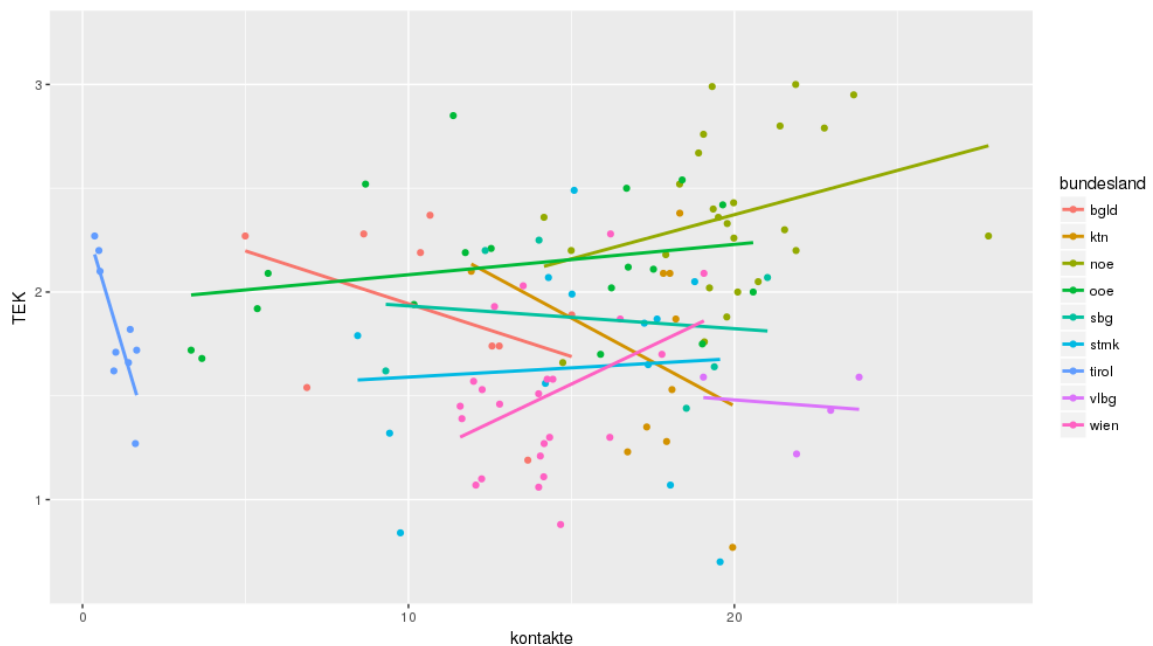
Relation zwischen MRT untere Extremität und TEK in Abhängigkeit vom Bundesland
